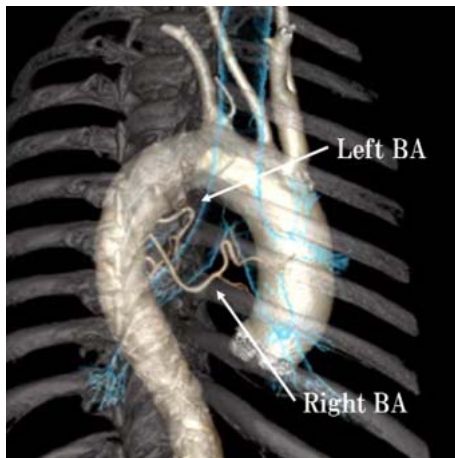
Bronchial artery 3D-CT angiography
